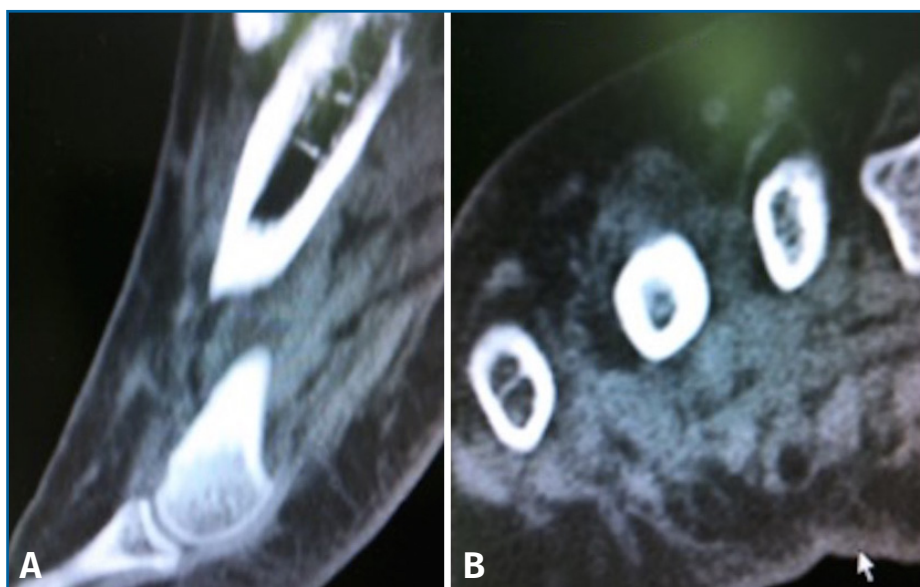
Tomografía computarizada en corte coronal (A) y axial (B) que no detecta lesión a nivel de la cortical del 4.º metatarsiano.
